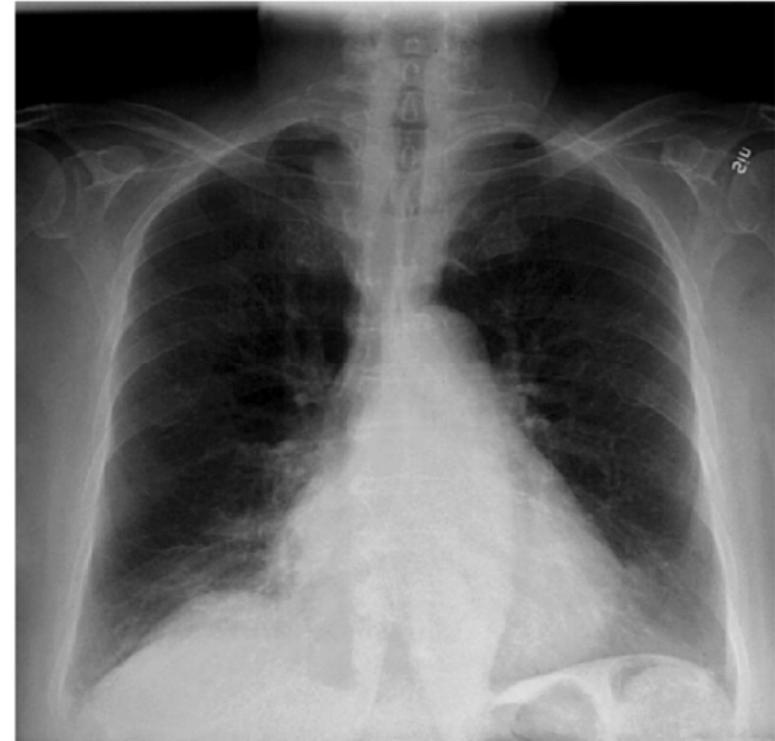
X-ray of lungs February 2005 with complete regression of all metastatic lung lesions.
